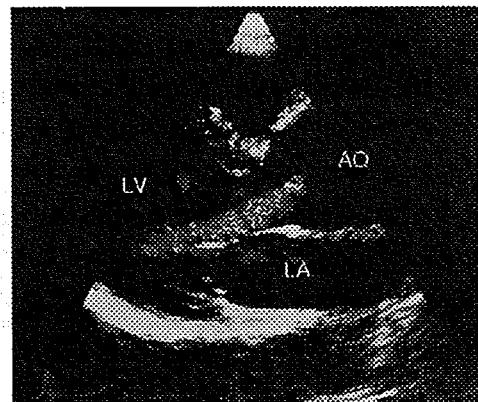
大動脈弁逆流の心エコー図(左室長軸像でのカラードブラー像)
